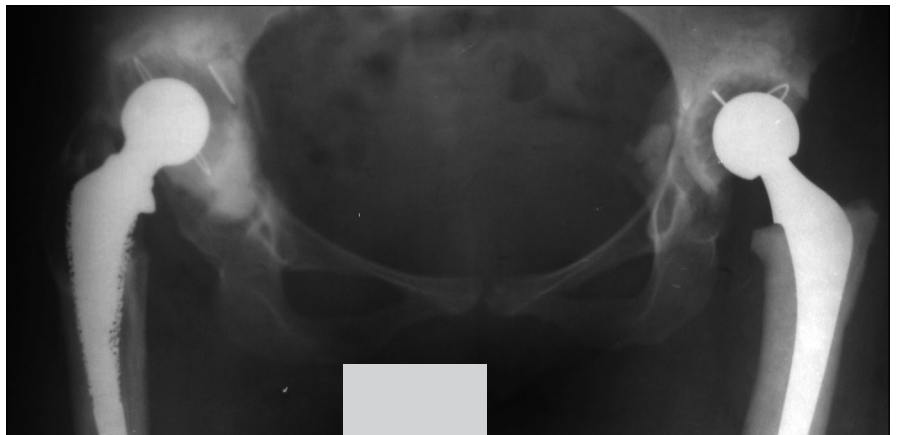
Рентгенограмма таза при контроле в 2005 г.
